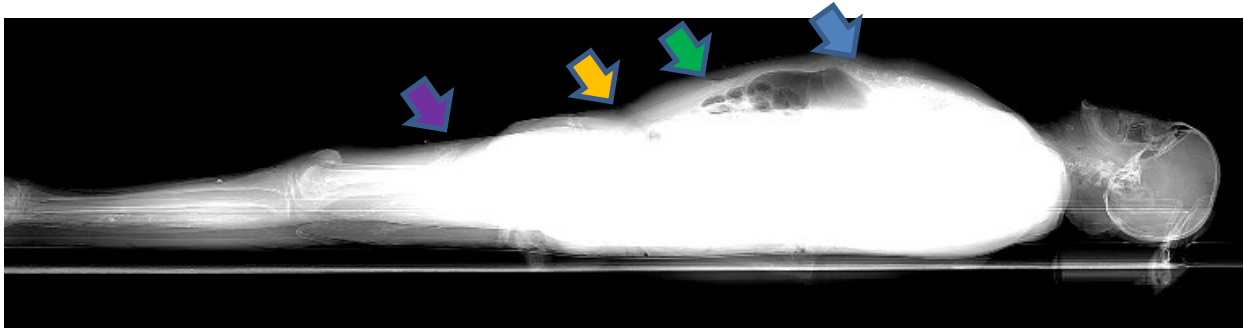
Gesamtansicht von $\Omega_1 = \text{LFD 6}$ im sogenannten CT-Scout (Pfeile markieren Referenzhöhenmesspunkte)
